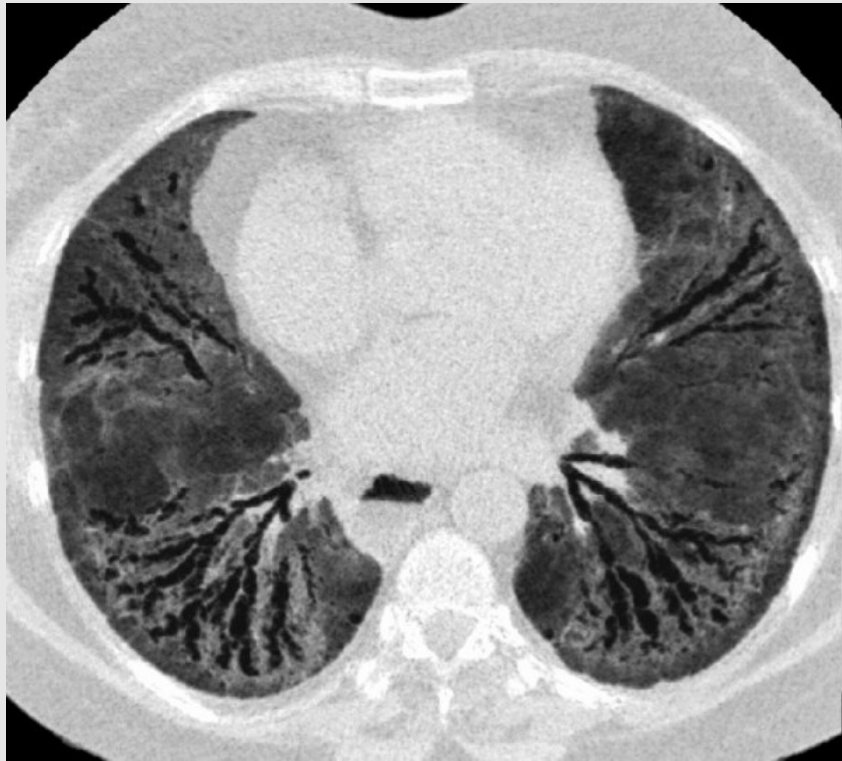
HRCT of the chest of a patient with systemic sclerosis showing extensive interstitial fibrosis with traction bronchiectasis and ectatic (dilated) esophagus.
